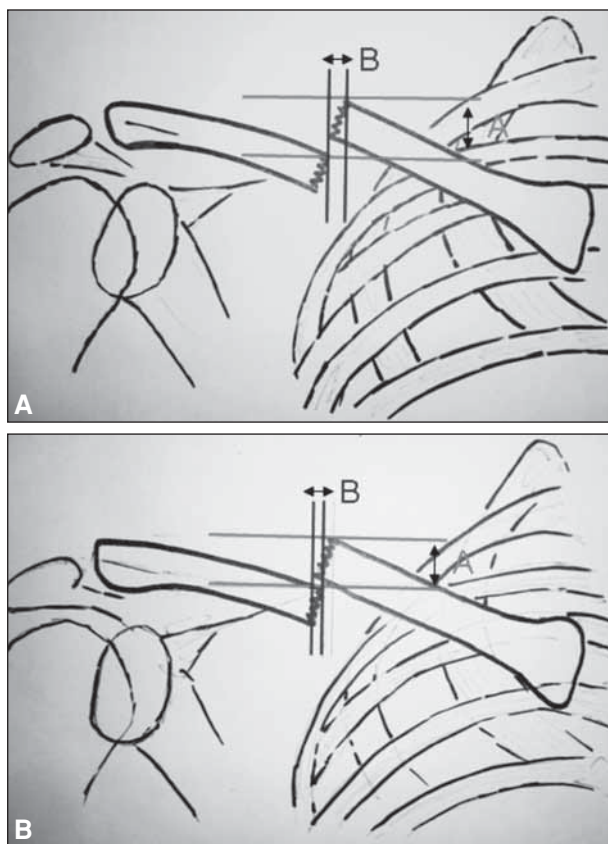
Método de medición de los desplazamientos utilizado. Determinación de los desplazamientos vertical (A) y horizontal (B), al tomar las radiografías en bipedestación (superior) y en decúbito (inferior).
